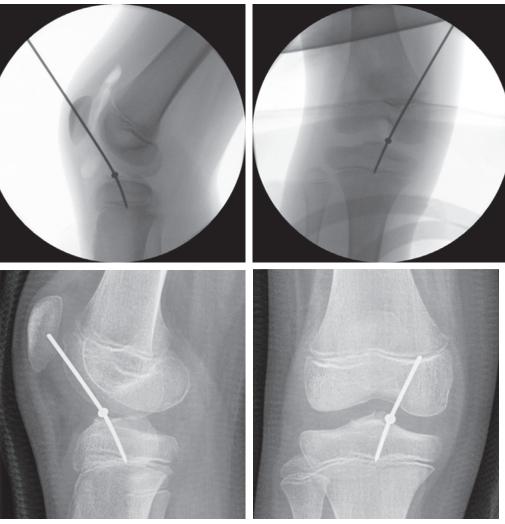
Fracture du massif des épines tibiales genou droit. Ostéosynthèse par broche à butée réglable (SBI®). Radiographie per- et postopératoire.
